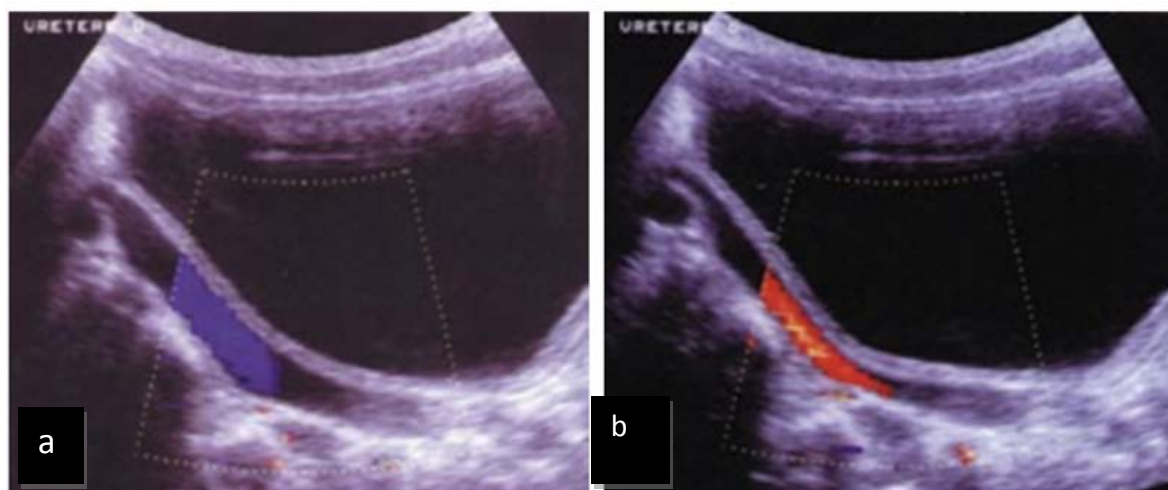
l'apport du doppler couleur dans le RVU [78]
